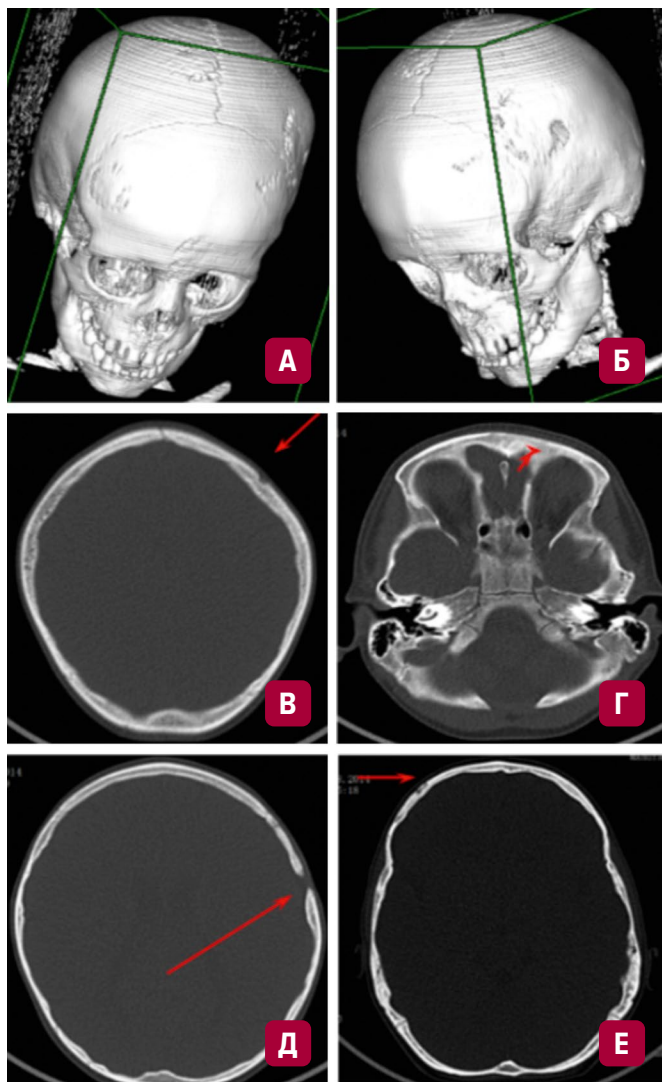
(А–Е) Рентгеновская компьютерная томография черепа (с 3D-реконструкцией) больного Щ. Множественные полиморфные литические очаги 0,4–0,7 см в наибольшем измерении. Очаг в левой теменной кости разрушает обе пластины и диплоическое вещество (длинная стрелка). Часть очагов в виде краевых дефектов при сохранении внутренней пластинки (короткие стрелки). Разрежение костной структуры и прерывистость наружной пластины в чешуе лобной кости
